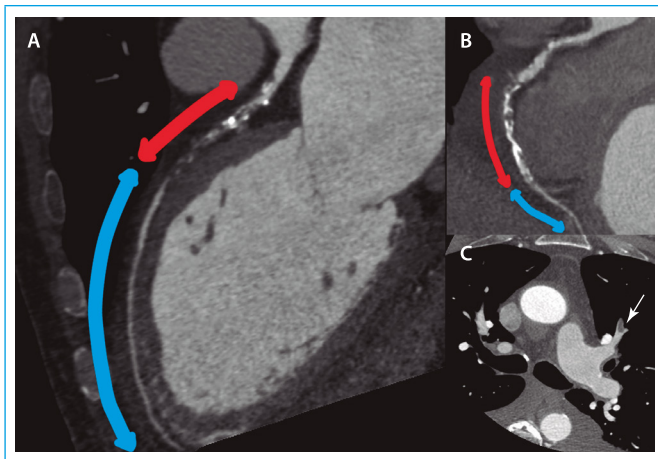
Estudio de las coronarias con cardio-TC. A: muestra la descendente anterior, que tiene una oclusión larga proximal (*segmento rojo*), y un vaso distal de aceptable calibre libre de enfermedad (B); B: muestra la coronaria derecha, que está ocluida en el segmento medio (*segmento rojo*) y tiene un vaso distal (*segmento azul*) de regular desarrollo; C: es una imagen axial en la que se aprecia un tromboembolismo pulmonar (*flecha*)
